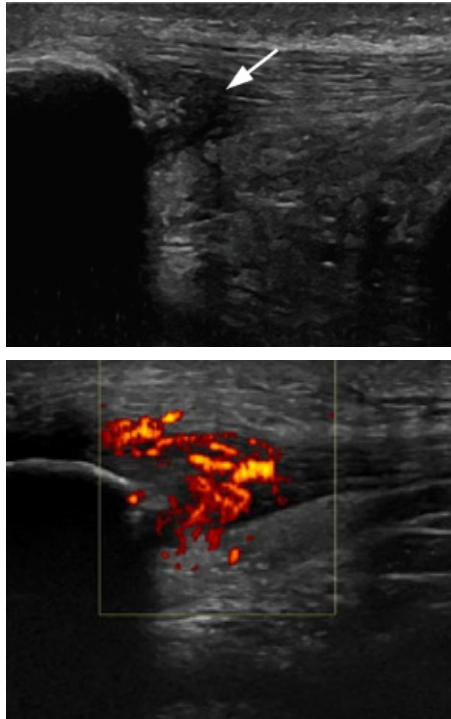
Imatges ecogràfiques longitudinals d'alta resolució del tendó rotulià. Imatge superior: engruiximent fusiforme del tendó a nivell del pol inferior de la ròtula, la fletxa senyala la regió hipoeoica corresponent a la degeneració cel·lular de les fibres més profundes (Abat et al., 2014). Imatge inferior: en un altre pacient i utilitzant la funció Colour Doppler es pot visualitzar l'elevat grau de neovascularitat en la perifèria del pol inferior de la ròtula (Abat et al., 2015).
